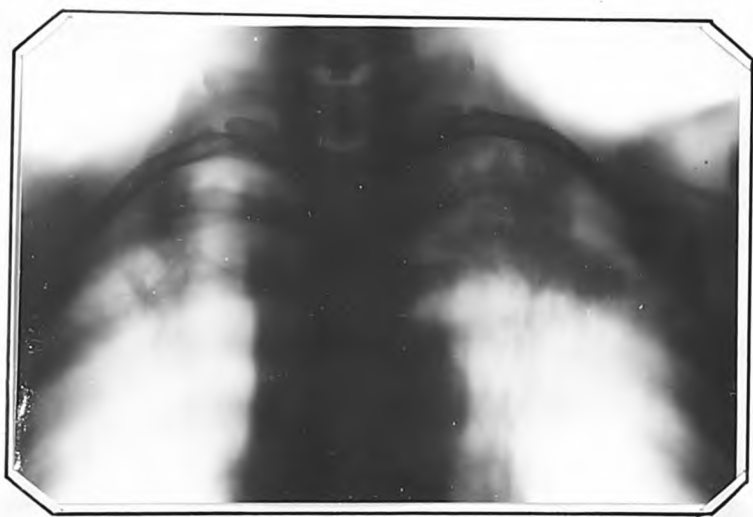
Томограмма больного Р.ЭГ 21.1X.1961 г.
